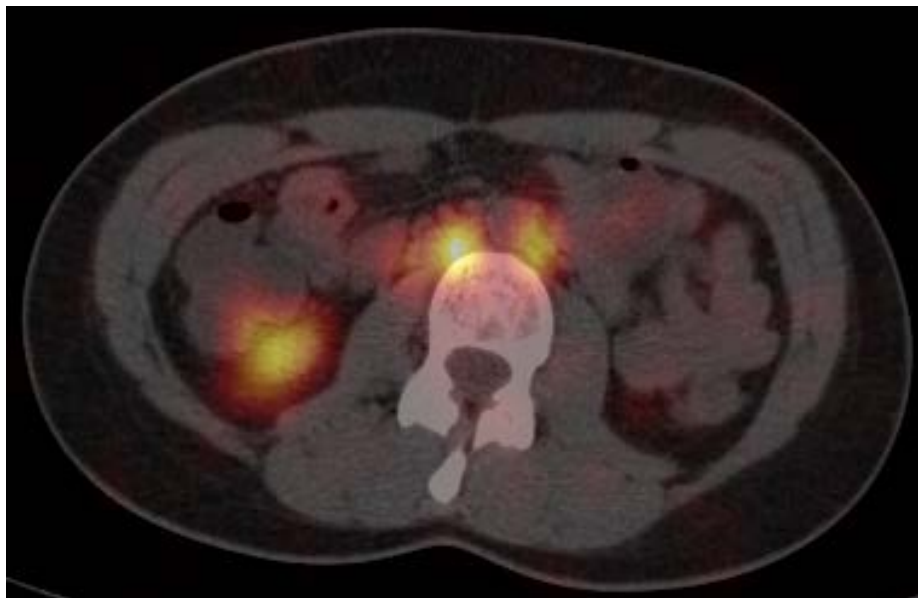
ОФЭКТ-КТ томограмма. Накопление РФП в парааортальных ЛУ
